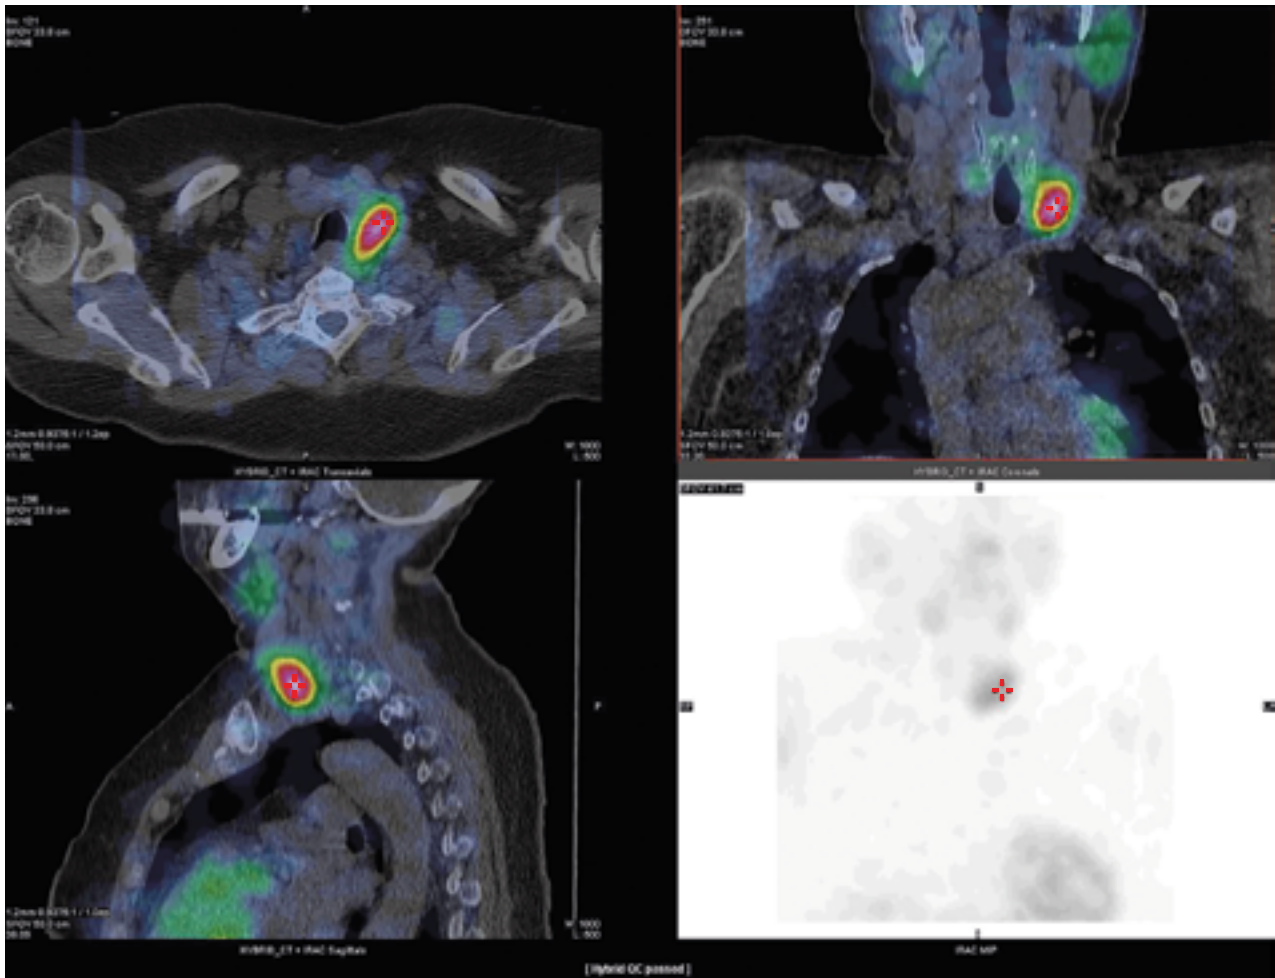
Визуализация данных ОФЭКТ/КТ пациента Т.
